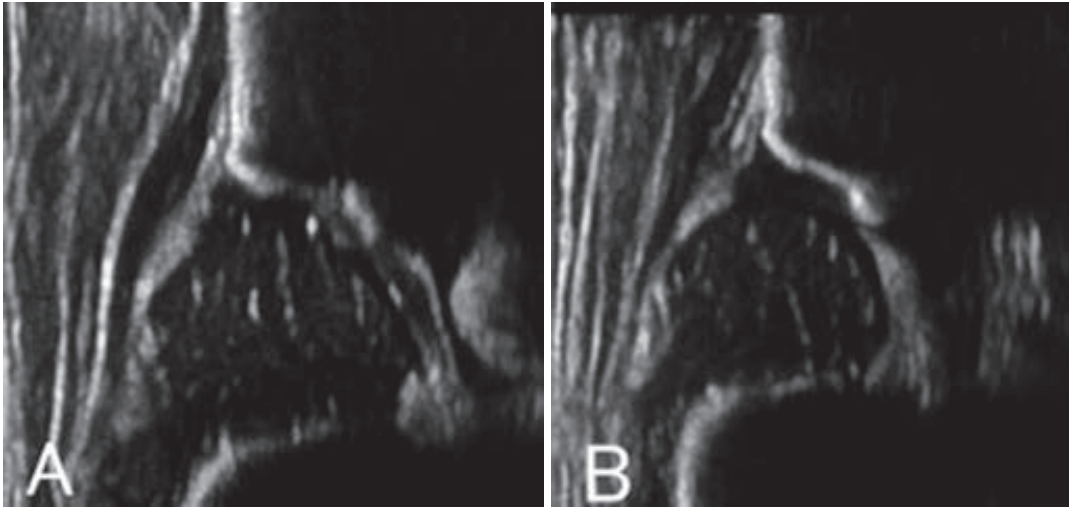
症例1 超音波画像 A: 右側 B: 左側 α 角: 右 65° 左 53°
